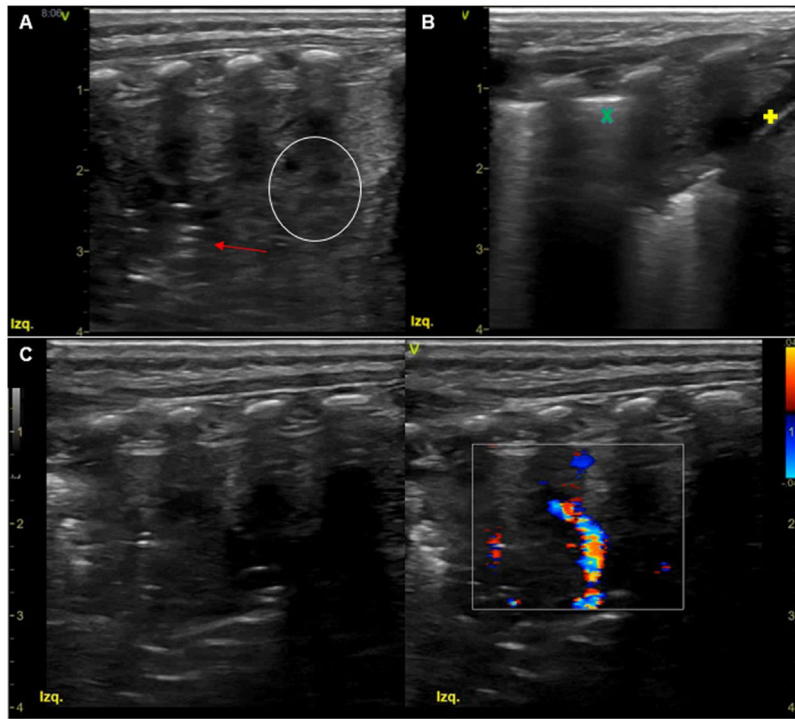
Ecografía pulmonar al ingreso. Sonda lineal 11L. Plano longitudinal en hemitórax posterior izquierdo. A-C) Gran consolidación de 6 espacios intercostales (EIC) en base y 3 cm de profundidad, tisulizada con broncograma aéreo dinámico (flecha, color rojo), que capta doppler y mínimo derrame pleural (signo +, color amarillo). Nótese el artefacto hiperecogénico habitual que genera el cambio de impedancia acústica entre el tejido celular subcutáneo y el pulmón, línea pleural (signo ×, color verde). A) Zonas hipocogénicas dentro del parénquima tisulizado (circunferencia, color blanco), signo ecográfico precoz asociado a necrosis tisular.
